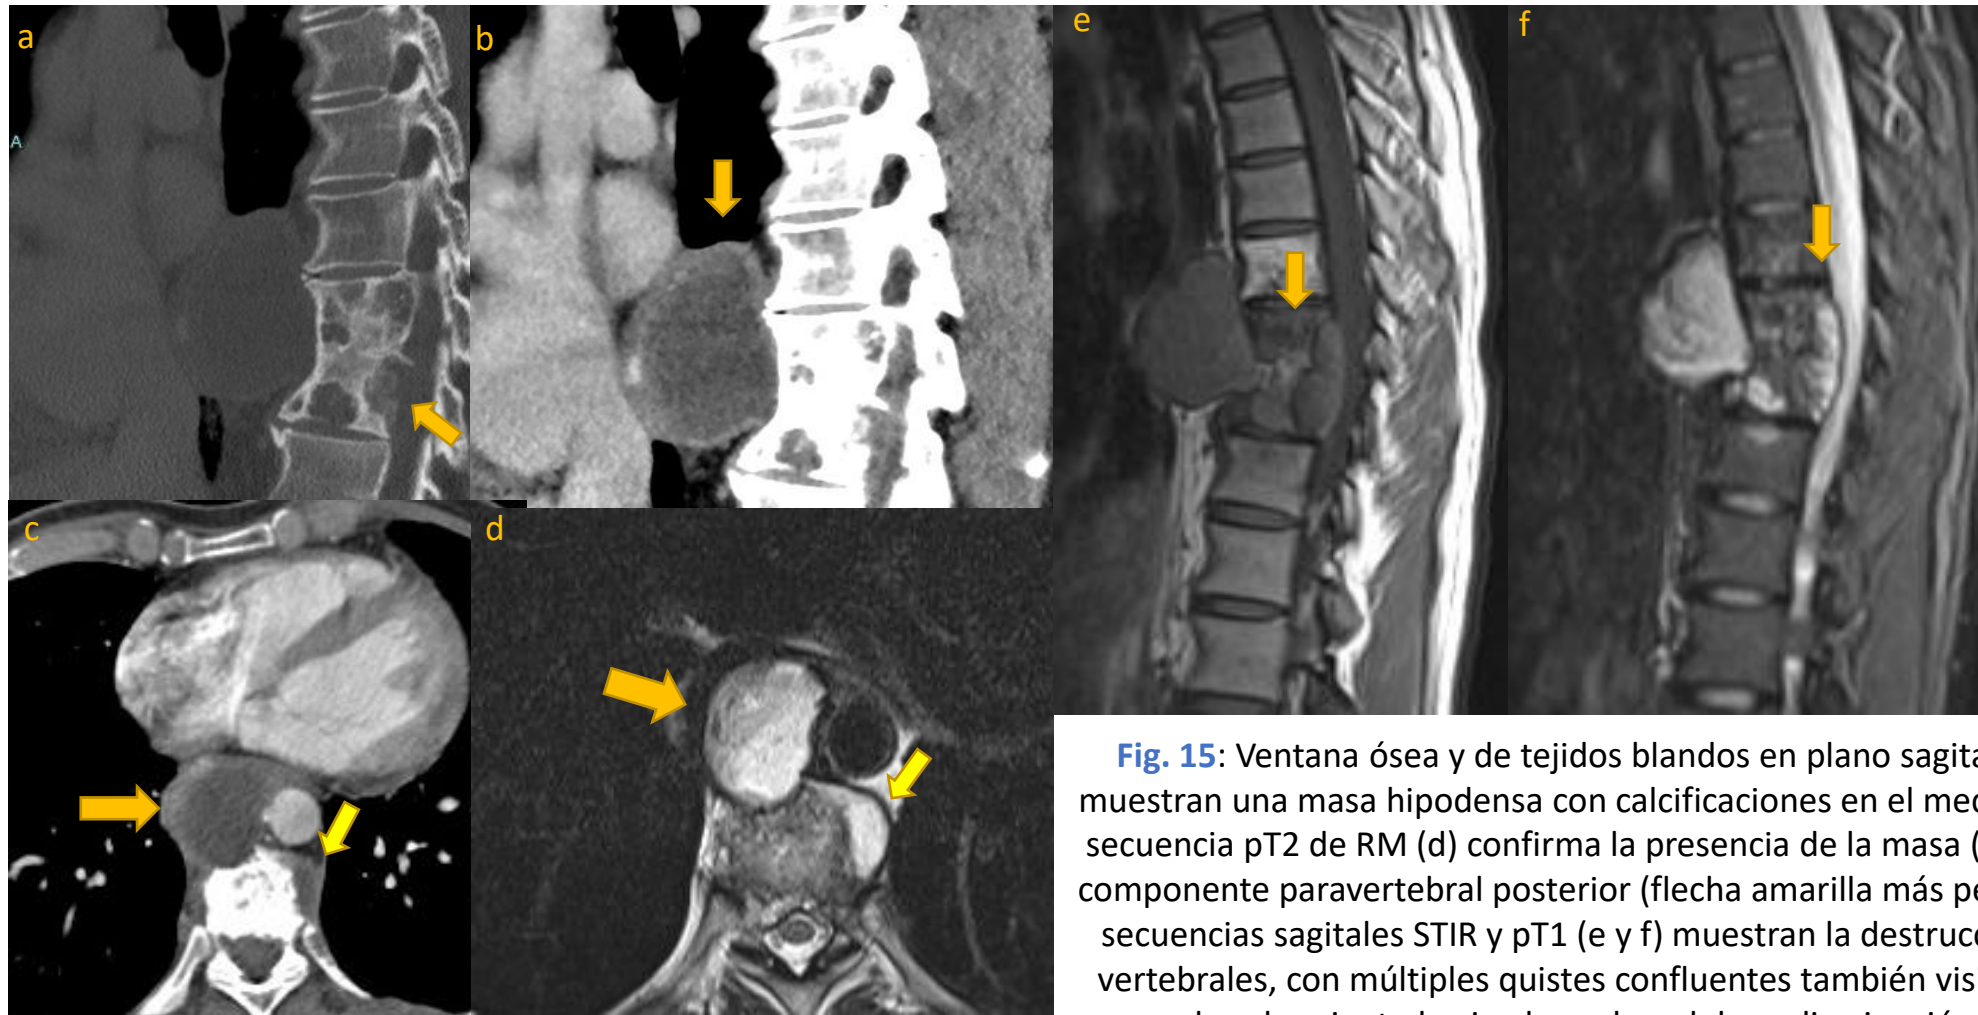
Ventana ósea y de tejidos blandos en plano sagital (a y b) y axial (c) muestran una masa hipodensa con calcificaciones en el mediastino posterior. La secuencia pT2 de RM (d) confirma la presencia de la masa (flecha naranja) y un componente paravertebral posterior (flecha amarilla más pequeña en c y d). Las secuencias sagitales STIR y pT1 (e y f) muestran la destrucción de los cuerpos vertebrales, con múltiples quistes confluentes también visibles en la TC y, con abombamiento hacia el canal medular y disminución del mismo (a)
